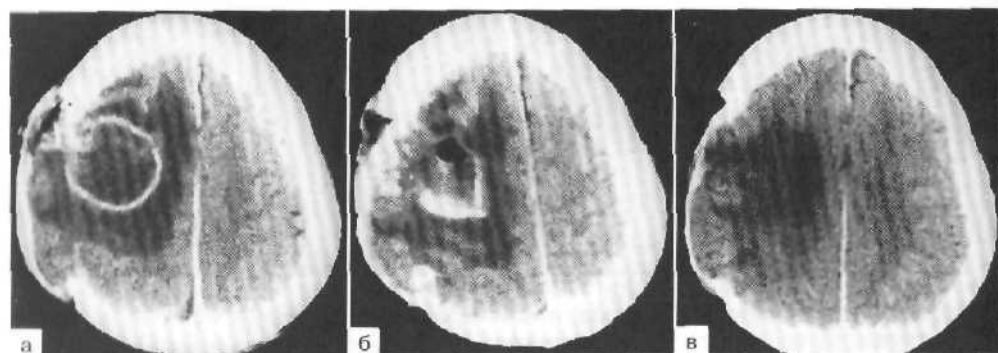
Пункционное дренирование посттравматического абсцесса левой лобно-теменной области (КТ-динамика).
